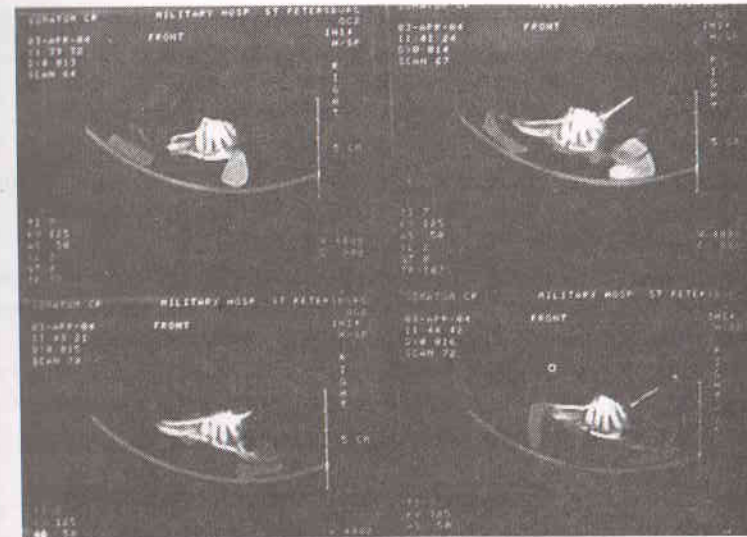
Фотография компьютерных томограмм нижней челюсти животных первой серии через месяц после установки имплантата
